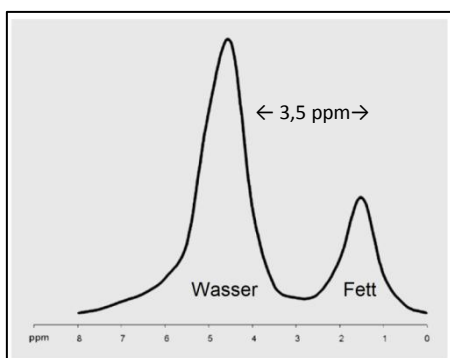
Ursache der chemischen Verschiebung zwischen Fett und Wasser: die Resonanzfrequenzen von Protonen in Wasser und Fett liegen bei 1,5 T 220 Hz oder 3,5 ppm auseinander; [modifiziert nach ²⁰]
